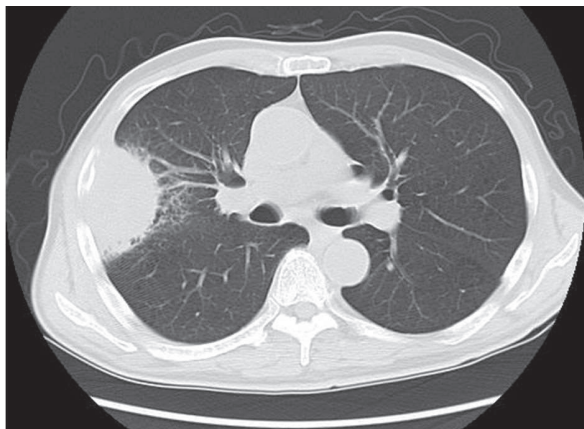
Computed tomography shows that the lung lesion had increased to 64 mm in diameter in the upper right lobe.
